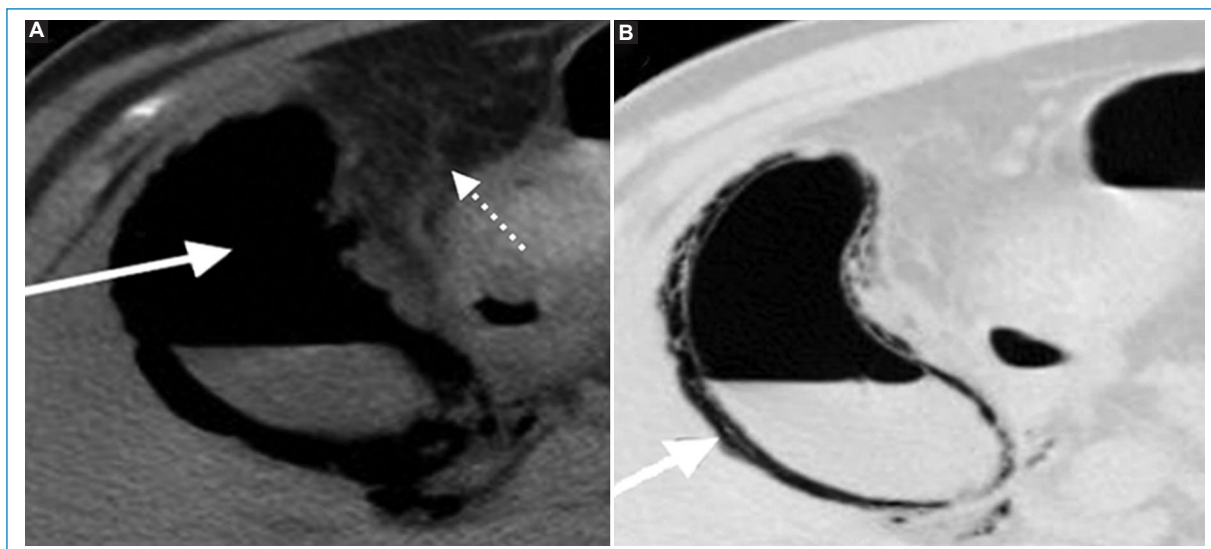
Varón de 61 años en estudio por dolor en hipocondrio derecho y fiebre, con diagnóstico de colecistitis enfisematosa. A: TC de abdomen con contraste endovenoso en ventanas abdominal. B: pulmonar, plano axial, que muestra la presencia de aire intraluminal (flecha en A) e intramural (flecha en B). También se observa inflamación de la grasa circundante (flecha punteada).
